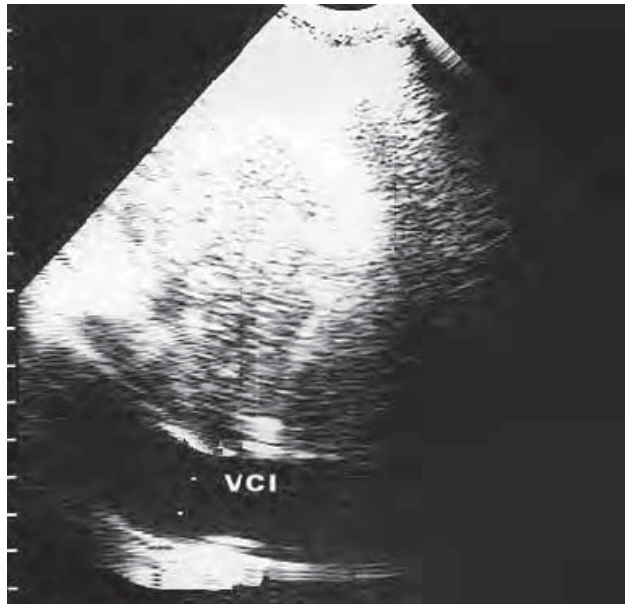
/8. Ecocardiograma en visión subcostal. Obsérvese la dilatación de la vena cava inferior.
